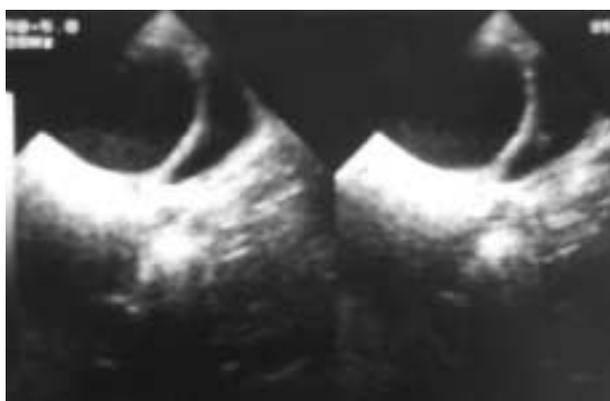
Ecografía abdominal que muestra imagen hipoeoica y quística en situación supravescical.
